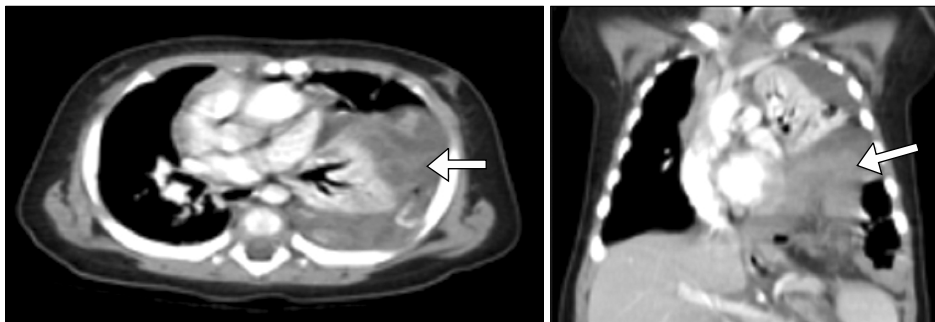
Herniation of bowel loops is seen on the chest CT.
